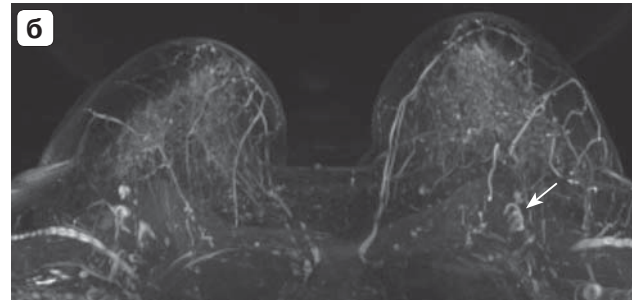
МР-картина воспалительного инфильтрата в левой молочной железе в виде диффузной зоны контрастирования с мелкокистозными участками, формирующиеся абсцессы (а, в до лечения). Лимфаденопатия слева. BI-RADS 5, Node-RADS 4. Контроль МРТ в динамике через 3 мес – уменьшения зоны контрастирования и формирование кистозных полостей; б, г – после лечения. BI-RADS 4, Node-RADS 4. PEI – перфузионная карта.
